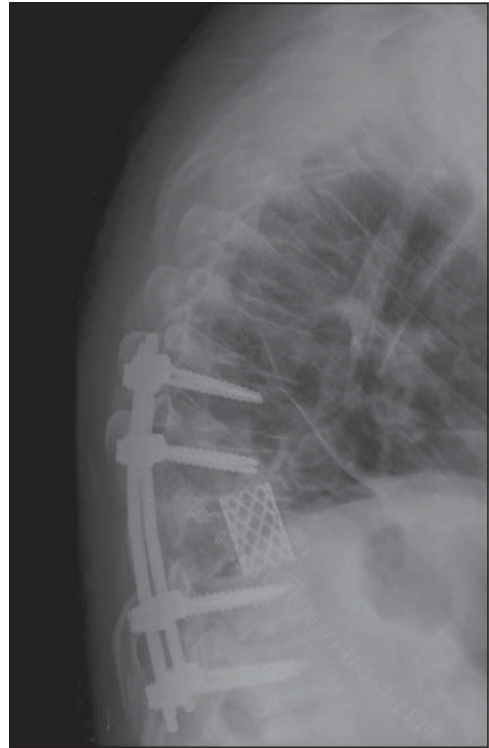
Radiografía lateral de columna torácica post operatoria: fijación pedicular T7-T8/T10-T11 + reemplazo corporal anterior con cage Harms.
